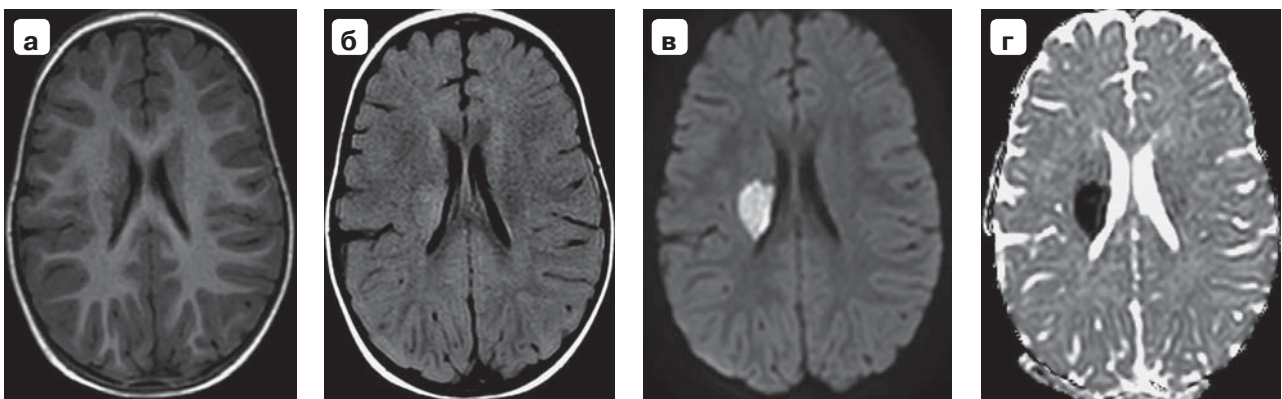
МРТ-исследование пациентки 2 лет в первые 48 ч от возникновения неврологической симптоматики. На МР-томограммах в аксиальной проекции в режимах T1 (а), FLAIR (б), ДВИ с фактором $b = 1000$ (в) и ИКД (г) в области базальных ядер справа визуализируется зона неоднородно пониженного МР-сигнала на T1 и повышенного на FLAIR, с рестрикцией диффузии, неправильной формы, с нечеткими контурами и без масс-эффекта.
